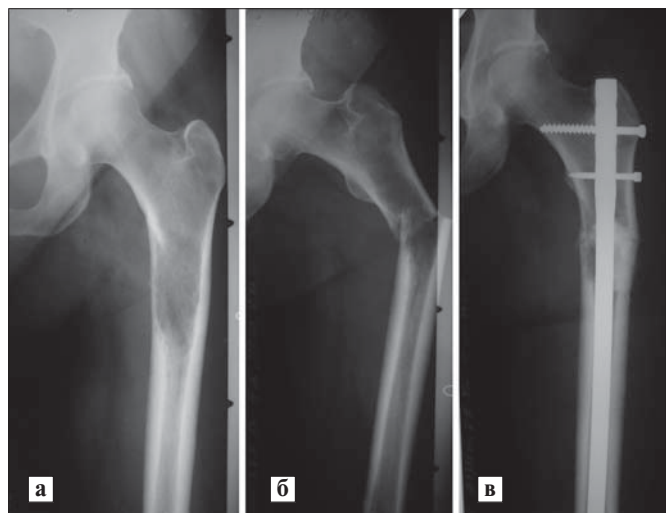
а) – фотовідбитки рентгенограми хворої Т.: метастаз раку молочної залози в стегнову кістку; б) – фотовідбитки рентгенограми хворої Т.: метастаз раку молочної залози в стегнову кістку, патологічний перелом; в) – фотовідбитки рентгенограми хворої Т.: стан після армованого металоостеосинтезу стегнової кістки за допомогою інтрамедулярного стрижня та кісткового цементу.
